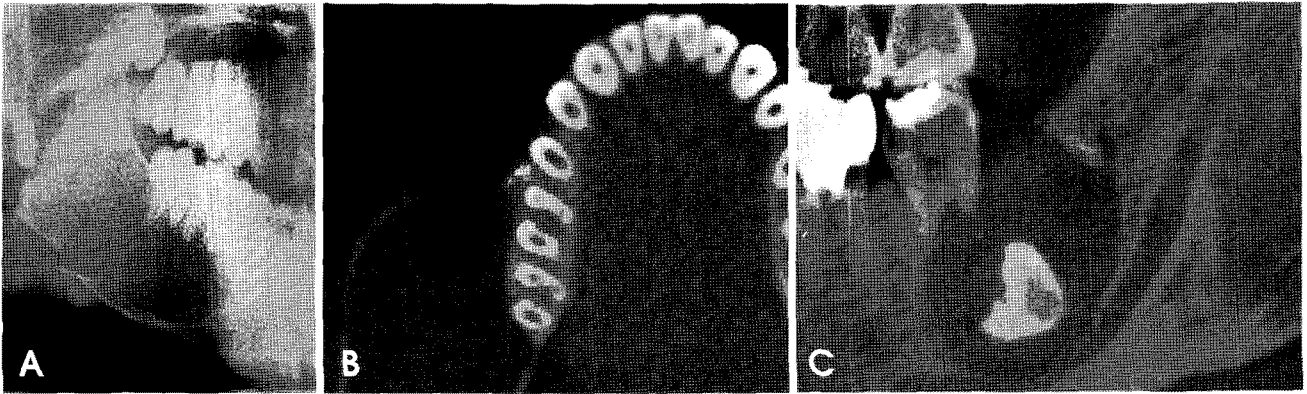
Tooth displacement and external root resorption by dentigerous cyst. A. Panoramic image represents upward displacement of right mandibular molars. B. CBCT image represents lingual displacement of roots of mandibular posterior teeth. C. External root resorption of left mandibular second molar due to the cystic lesion.
